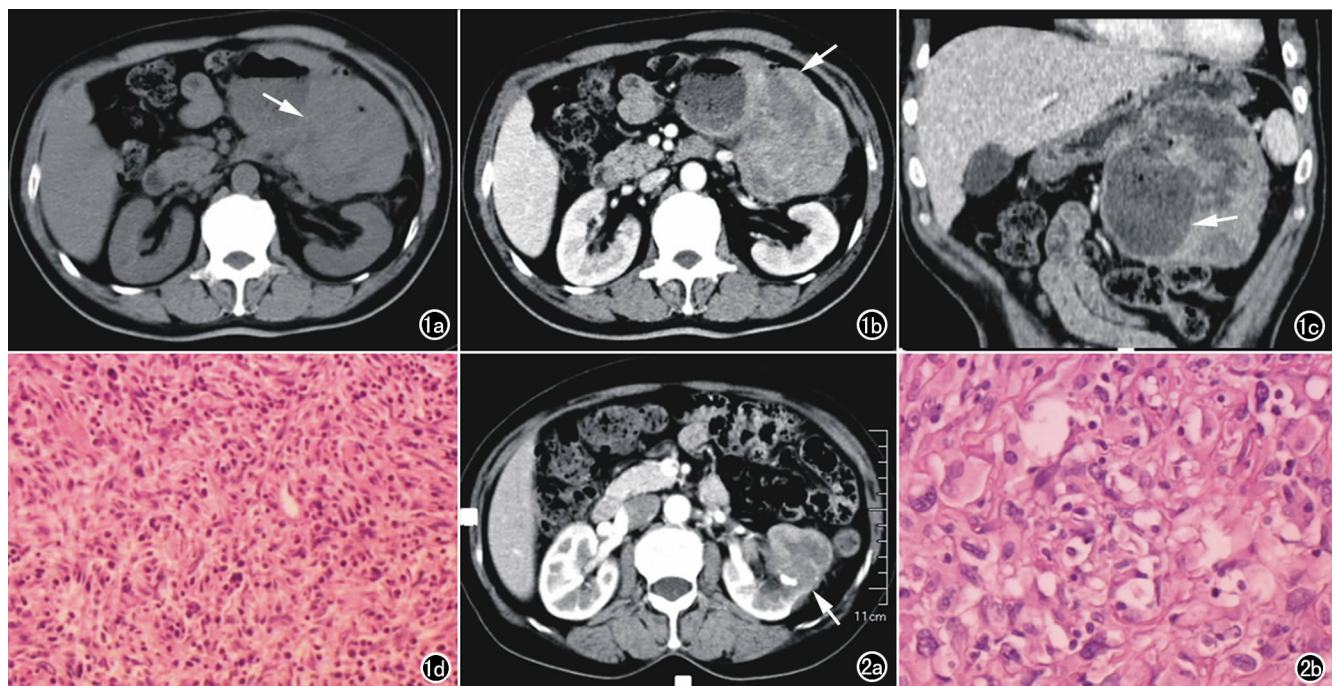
男, 53 岁, 黄色瘤型腹膜后 MFH。a) CT 平扫示结肠脾区腹膜后隙一不规则分叶状软组织肿块, 密度不均匀(箭); b) 增强可见肿块不均匀明显强化(箭), 与胃大弯侧壁分界不清; c) 冠状面重建示肿块生长于胃外, 其内多个低密度坏死区(箭); d) 光镜下瘤细胞异形性明显, 可见多核瘤巨细胞, 肿瘤间质内炎症细胞浸润。图 2 女, 62 岁, 肾多形性 MFH。a) CT 增强示左肾实质内见分叶状软组织肿块明显强化, 密度不均匀, 与肾实质无明显分界, 肿块边缘斑点钙化灶, 中央液化坏死区无强化。肾脂肪囊局部模糊, 可见侵犯征象(箭); b) 光镜下瘤细胞呈多形性, 圆形及多核的瘤巨细胞, 核异型浓染。
